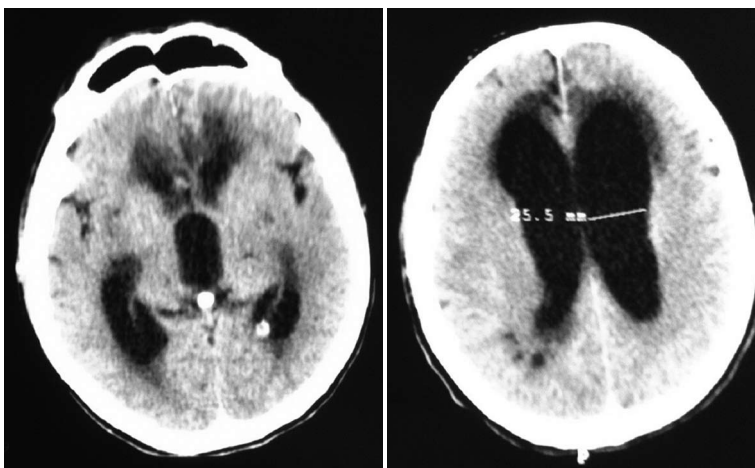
Хворий Б. КТ головного мозку (28 діб після операції з приводу розриву АА). Розширення шлуночків ГМ, зони перивентрикулярного набряку навколо бічних шлуночків.
